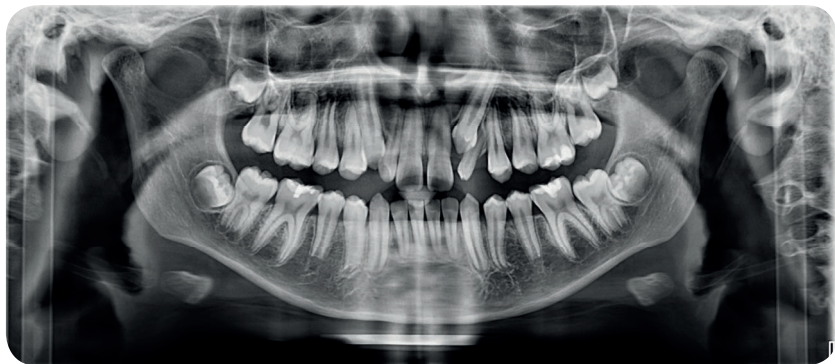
Ортопантомограмма ребенка 14-ти лет
